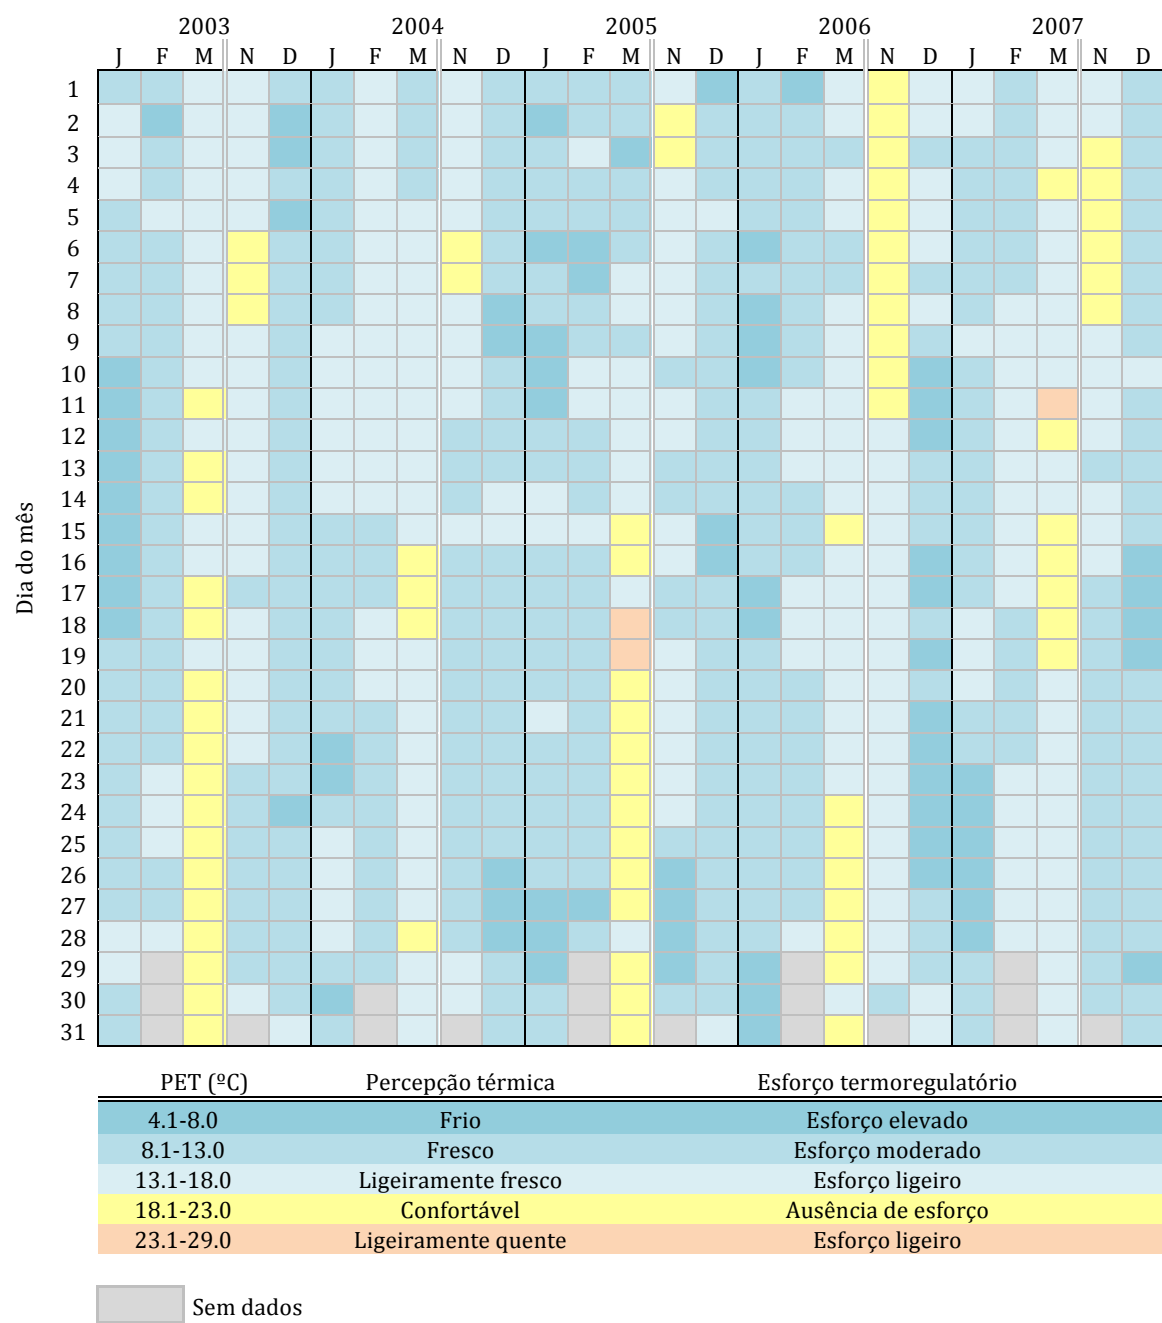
43 -Classificação do PET diário no Distrito do Porto
